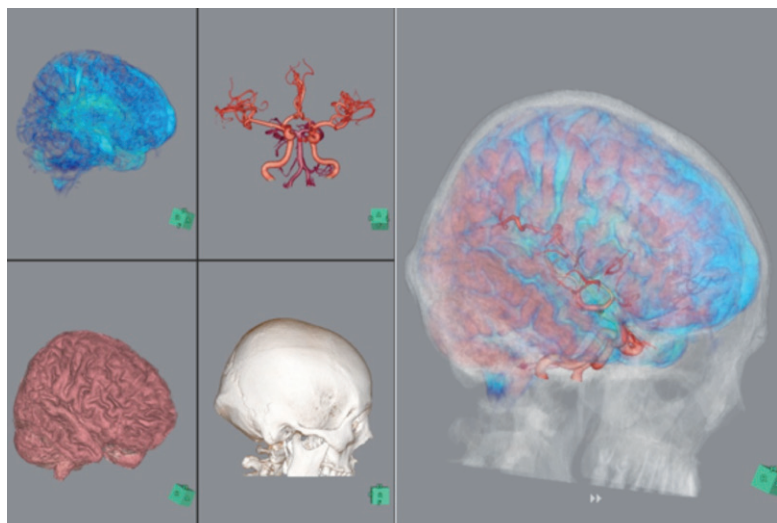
VINCENT「マルチ3D」で、MRIとCTを重ね合わせた3D VR画像
